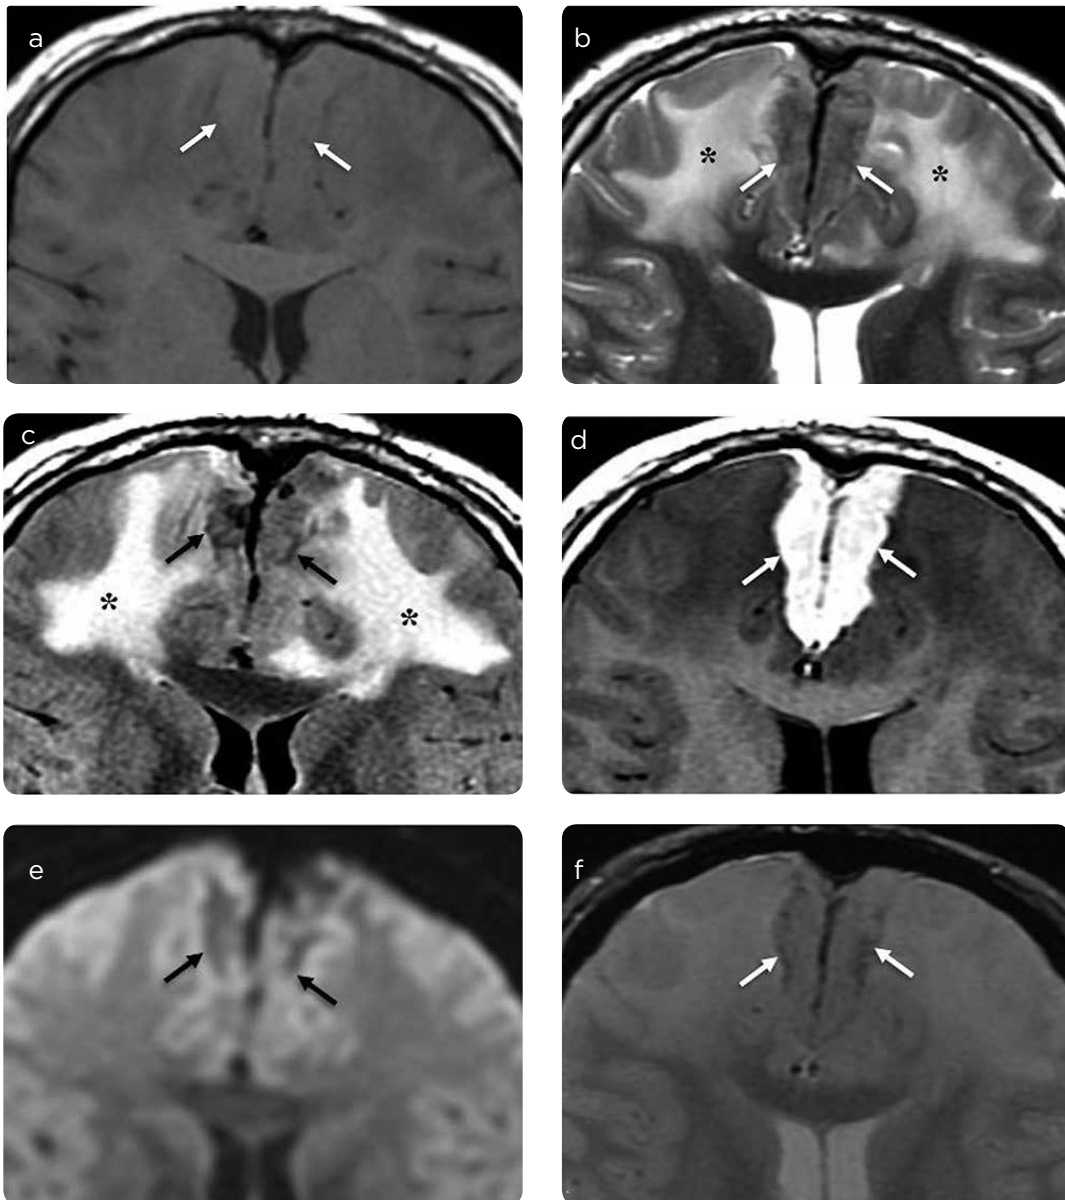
RM cerebral con medio de contraste, cortes axiales. a) Imágenes ponderadas en T1, b) T2, c) T2-FLAIR, d) T1 luego de la administración endovenosa de medio de contraste (e), difusión y (f) secuencia gradiente de eco. Masa extra-axial que ocupa y ensancha la fisura interhemisférica, de contornos bien definidos lobulados, con intensidad de señal similar a la sustancia gris en T1 (flechas en a) y en secuencias sensibles a fluido (flechas en b y c). La lesión descrita genera edema vasogénico de los lóbulos frontales (*) y realza ávidamente luego de la administración de medio de contraste (flechas en d). No se identifica restricción al movimiento de agua en las imágenes de difusión (flechas en e) indicativo de hipercelularidad, ni calcificaciones o focos de hemorragia en las imágenes de gradiente de eco (flechas en f).
